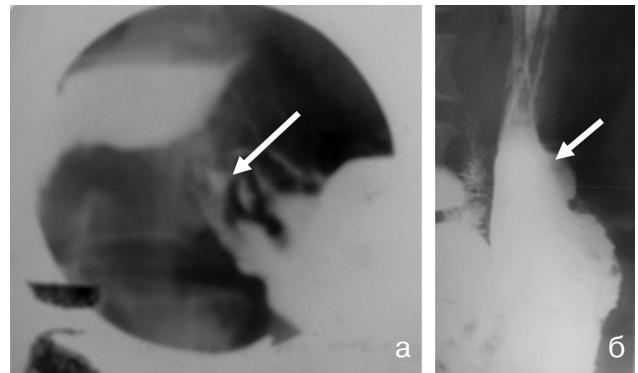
а) На прицельній рентгенограммі антрального відділа желудка з компресією визначається депо контрастної взвеси розміром 0,8 x 0,3 см з ободком просвітлення навкруг.
